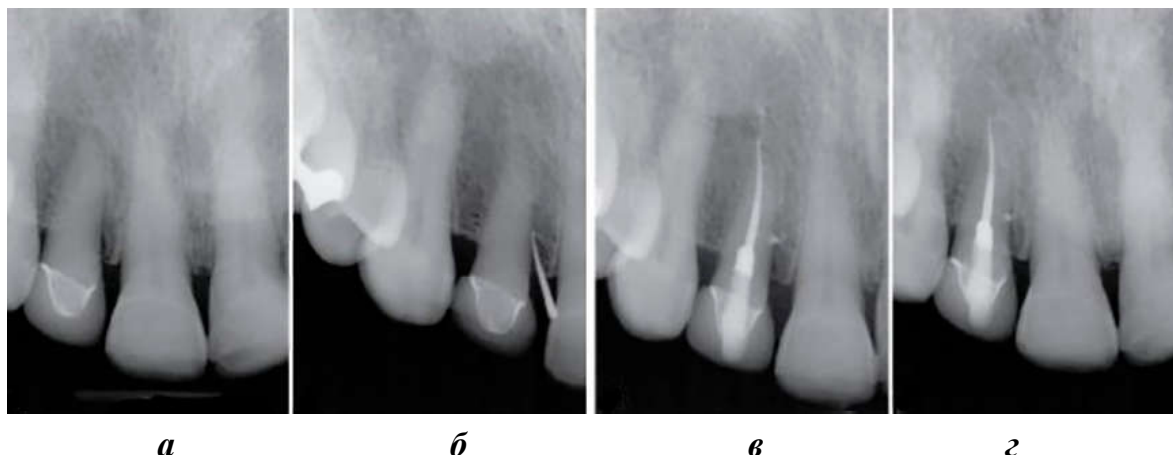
Диагностика и лечение периодонтального абсцесса со свищом зуба 12: *а* — на рентгенограмме определяются хорошее прилегание коронки зуба 12 и перирадикулярное воспаление вдоль медиальной поверхности корня; *б* — начало свищевого хода определено с помощью введения в него гуттаперчевого штифта; *в* — эндодонтическое лечение позволило сохранить данный зуб; *г* — снимок через 6 месяцев после эндодонтического лечения — исчезновение свищевого хода
